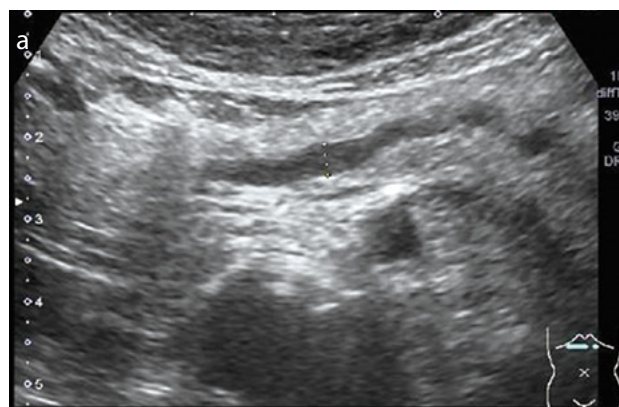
上皮内癌の腹部超音波検査像、MRCP像、およびERP像(文献2より引用)
